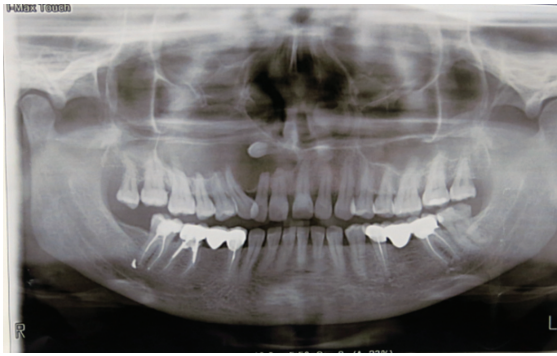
Radiografie panoramică. Chistul odontogen penetrant în sinusul maxilar și dintele cauzal supranumerar
